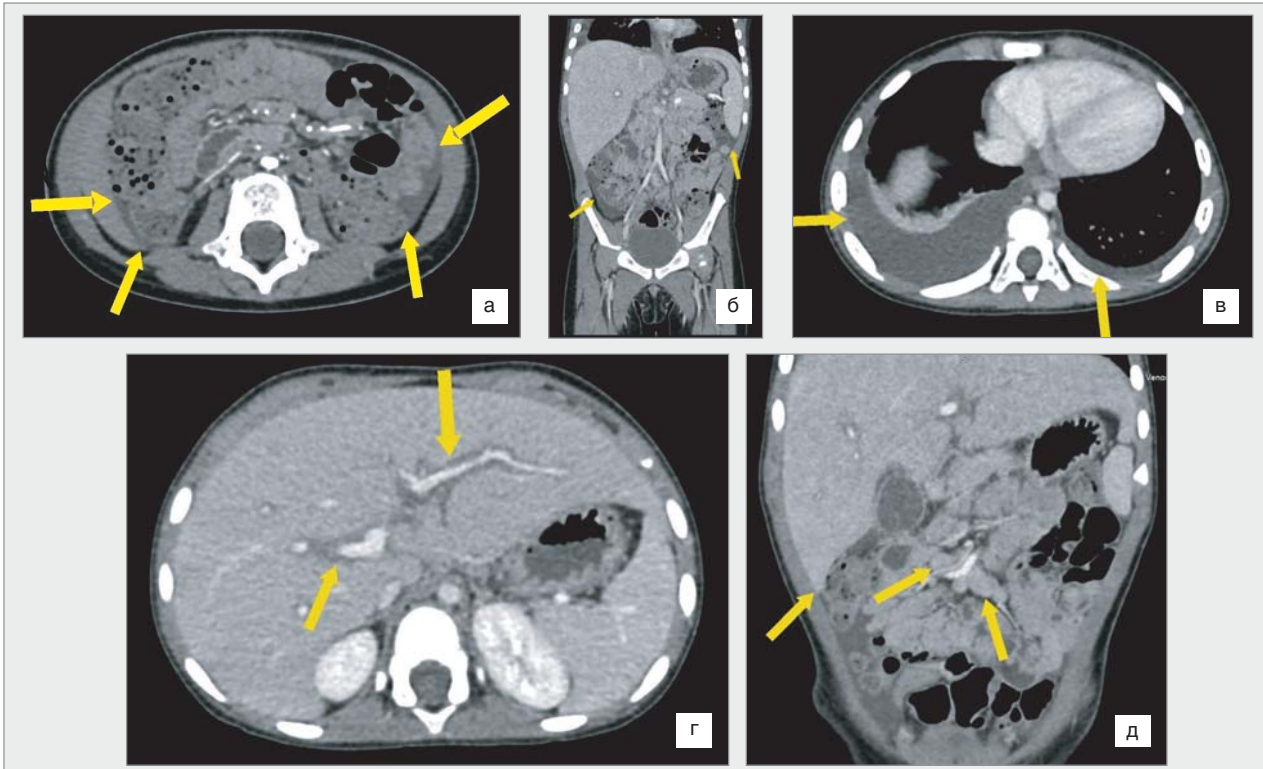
КТ: а, б — наявність рідинного випоту у черевній порожнині; в — наявність рідинного випоту у плевральних синусах; г — ознаки перипортального набряку; д — гепатомегалія та очеревинна лімфаденопатія.
